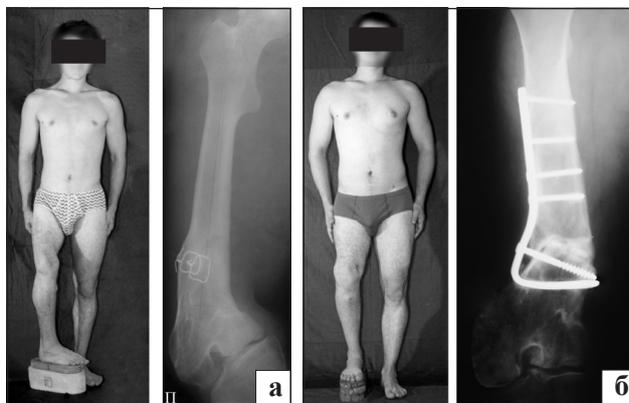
Больной В., 18 лет. Укорочение (13,5 см), многоплоскостная деформация правого бедра, разгибательная контрактура правого коленного сустава. Внешний вид и рентгенограмма правой бедренной кости до (а) и после операции (б)
